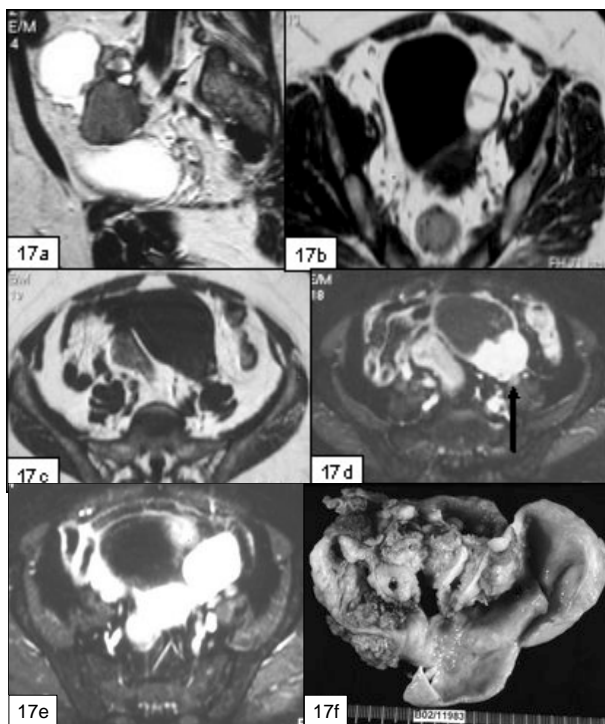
Mulher de 53 anos, com diagnóstico de endometriose. A RM, com sequências no plano sagital, ponderada em T2 (17a), e axial, ponderada em T1 (17b e 17c) e T1 com saturação de gordura e administração de contraste endovenoso (17d e 17e), mostra volumosa lesão biloculada do ovário esquerdo, com nódulo sólido captante de contraste endovenoso a separar as duas cavidades (seta). A loca maior é superior e apresenta hipossinal em T1 e hipersinal em T2. A loca mais pequena tem hipersinal em T1 e hipossinal em T2. O estudo anátomo-patológico (17f) confirmou a transformação maligna, em carcinoma endometrióide.
